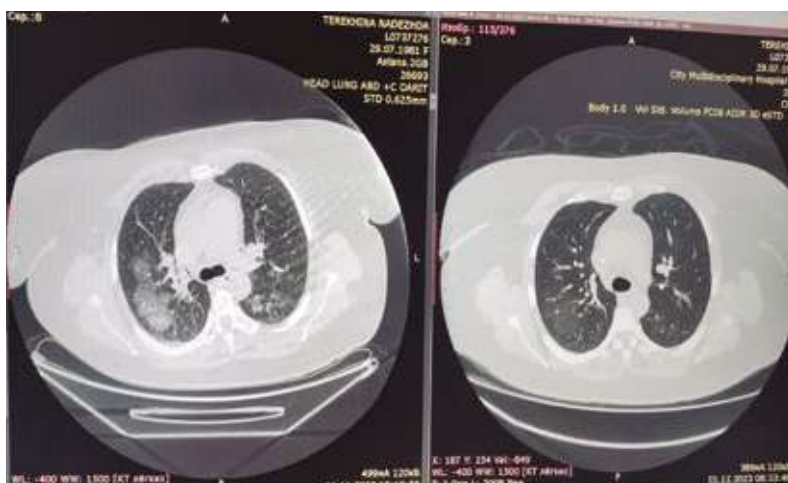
Данные КТ грудного сегмента пациентки Т. (11.11.2023) до начала иммуносупрессивной терапии: на аксиальных КТ-срезах обоих легких определяется значительное снижение пневматизации легочной паренхимы в проекции среднего и нижних легочных полей, больше справа, по типу «матового стекла» и альвеолярного компонента (фокусы альвеолярного кровоизлияния). Пройодимость трахеобронхиального дерева не нарушена
